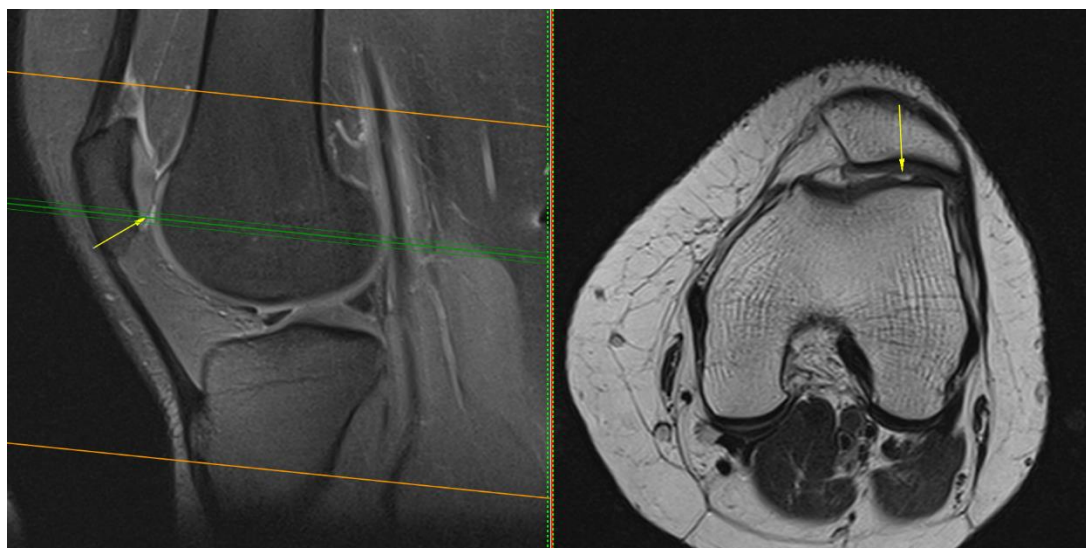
Пациентка С., 44 лет, остеоартрит II рентгенологической стадии, МРТ правого коленного сустава. Справа T2-взвешенное изображение в аксиальной плоскости, слева — изображение, взвешенное по протонной плотности, с подавлением сигнала от жировой ткани (PD FS), сагиттальная плоскость. Желтыми стрелками отмечен хондральный дефект надколенниковой поверхности латерального мыщелка бедренной кости, распространяющийся более чем наполовину толщины хряща.
